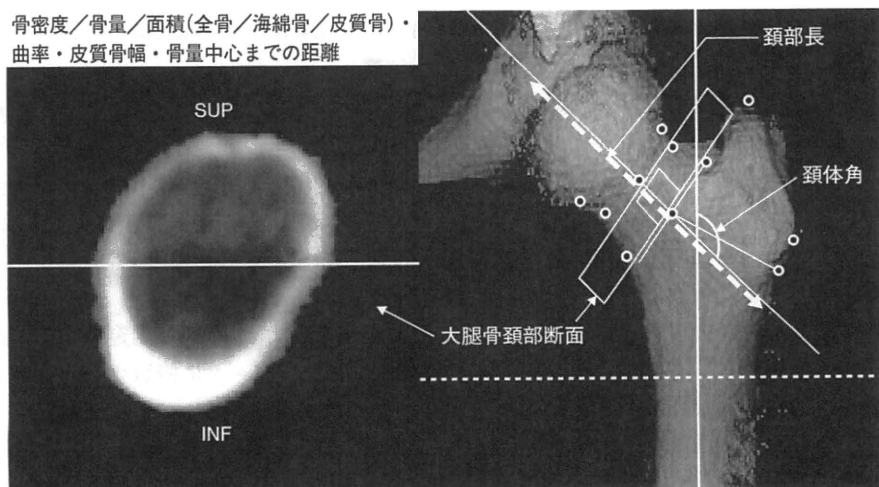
CT-based HSA で得られる主なパラメーター
